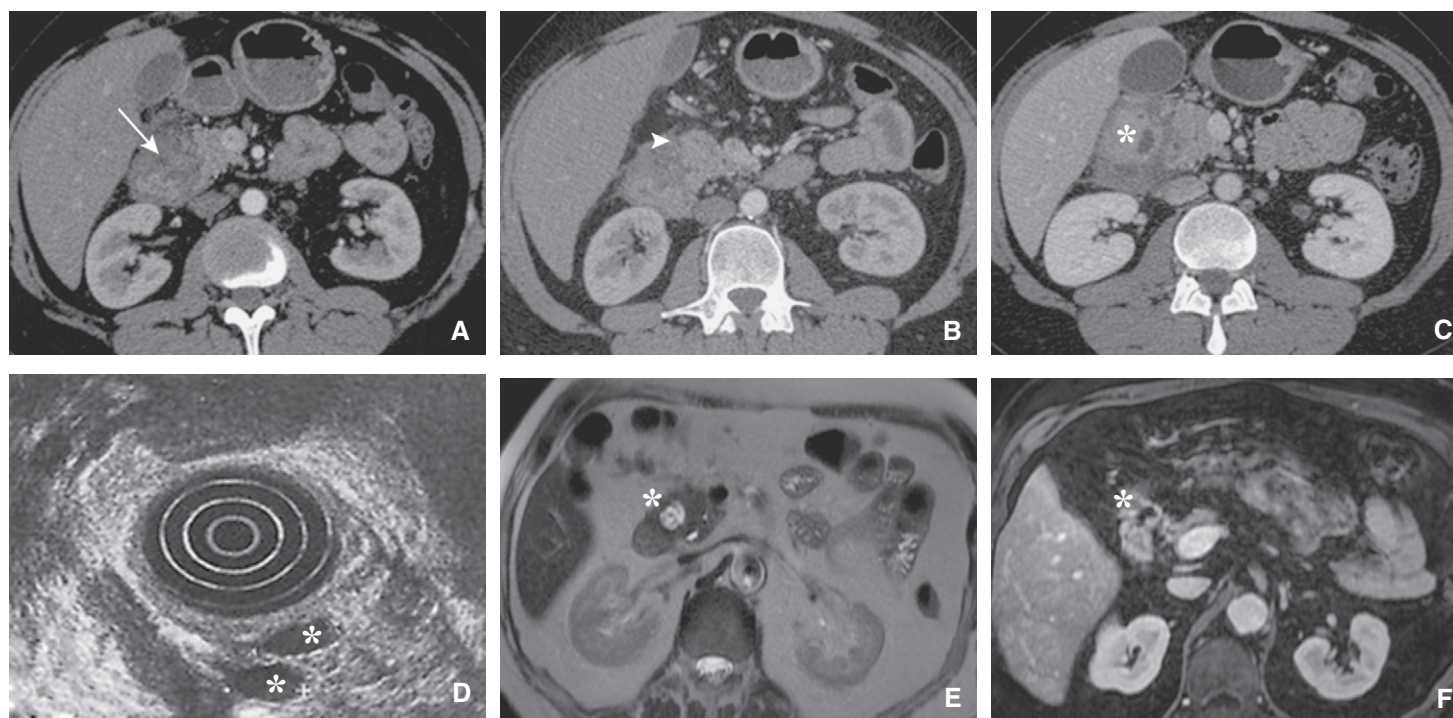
Homme de 32 ans, douleurs abdominales aiguës aux antécédents d'éthylisme chronique non sévère. Le scanner met en évidence un épaississement hypodense d'allure oedémateuse interduodéno-pancréatique (A, flèche), une infiltration de la graisse du sillon duodéno-pancréatique (B, tête de flèche) et des kystes de la paroi du deuxième duodénum (C, astérisques). La présence de ces kystes était retrouvée en échoendoscopie (D, astérisques). Aspect en IRM d'une dystrophie kystique sur pancréas aberrant (DKPA) chez un autre patient, âgé de 64 ans (E, F, astérisques) (séquence T2 et 3DEC T1 injectées).
